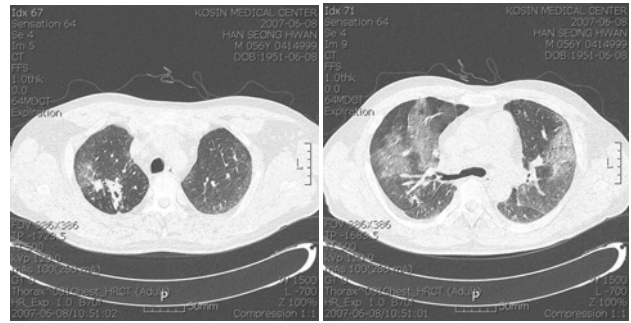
High resolution Chest CT findings. HRCT shows cavitary change of nodule in the right upper lobe and patch ground glass opacities in the both lung field
